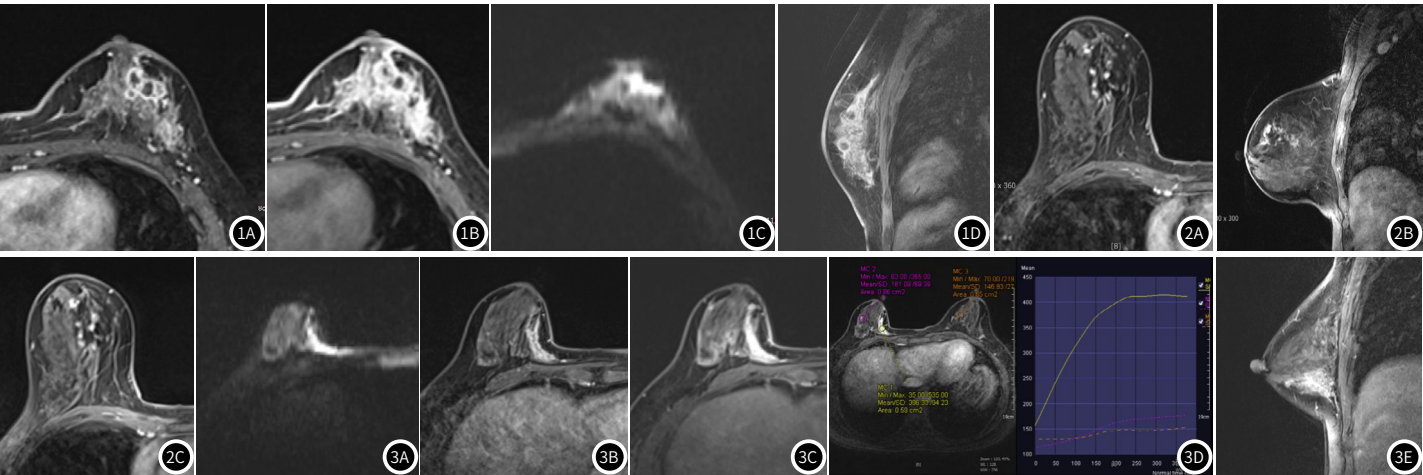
图1D 肉芽肿性乳腺炎患者MRI检查轴位增强、轴位DWI、矢状位增强图像。1A轴位增强扫描第一期，1B 轴位增强扫描晚期，1C 轴位DWI，1D矢状位增强。41岁，女，肉芽肿性乳腺炎，左乳外上、外下象限非肿块样强化影。图1A增强早期左乳外上象限病灶呈多发环状异常信号影，环壁呈明显强化影，环内壁尚光整，未见明显壁结节；图1B增强晚期病灶强化范围更大，边界不清，环壁强化未见明显退出；图1C DWI示病灶环内容物呈高信号，DWI高信号范围较增强早期病灶环内液性信号相仿；图1D 矢状位增强示病灶范围较大，超过左乳外上、外下象限，呈区域性分布，且不沿导管分布。
